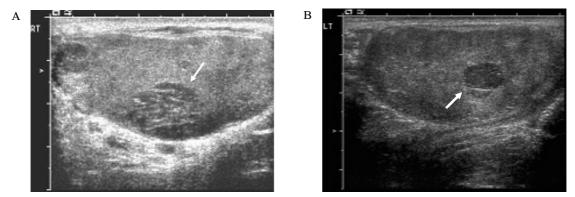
Image of testicular ultrasonography. Longitudinal sonogram of the right testis shows a 1.2×1.6 cm sized poorly defined intratesticular mass with variable echogenicity (A). Longitudinal sonogram of the left testis shows a 0.7×0.8 cm sized poorly defined heterogeneous hypoechoic intratesticular mass (B).
